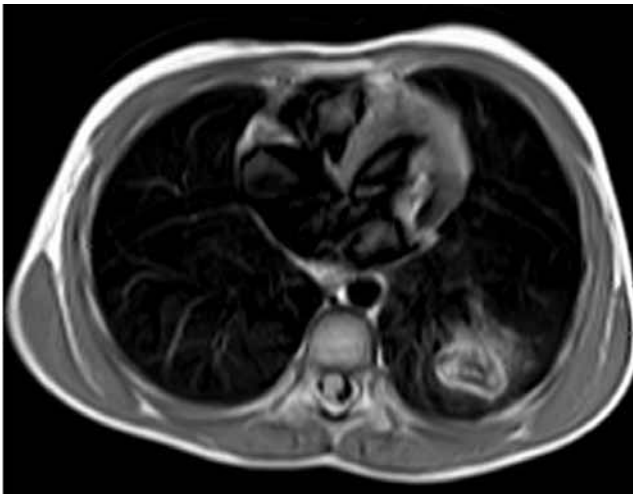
RMN de tórax, en plano axial, que muestra masa localizada en lóbulo inferior izquierdo de contornos algo lobulados pero bien definidos, con una señal heterogénea que incluye áreas hipointensas centrales (compatibles con gas) y una mínima reacción pleural adyacente.
